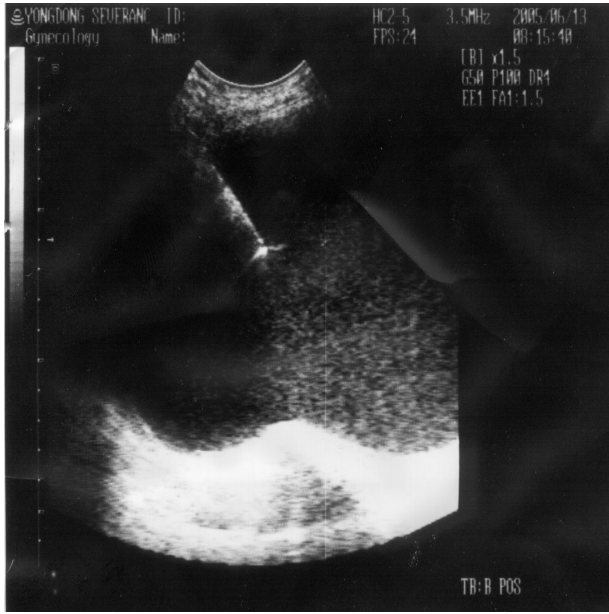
Sonography-guided aspiration of the cyst with spinal needle was visualized with ultrasound.
